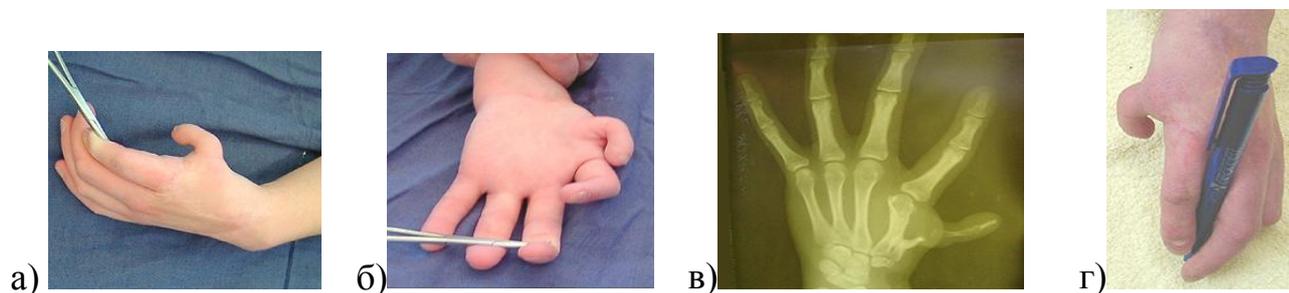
Внешний вид, функция и рентгенограмма левой верхней конечности б-ой Б., 18 лет, и/б № 549/С2007, с гипоплазией 1 пальца после многоэтапного хирургического лечения: А, Б – внешний вид кисти, В – рентгенограмма верхней конечности, Г – функция кисти.
